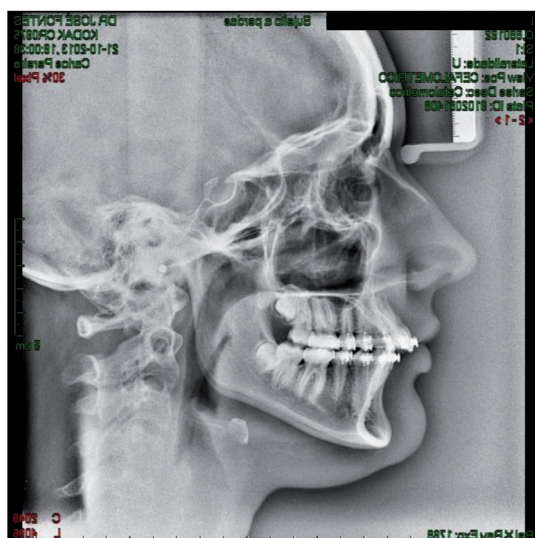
Telerradiografia de perfil. Data: 21-10-2013.
